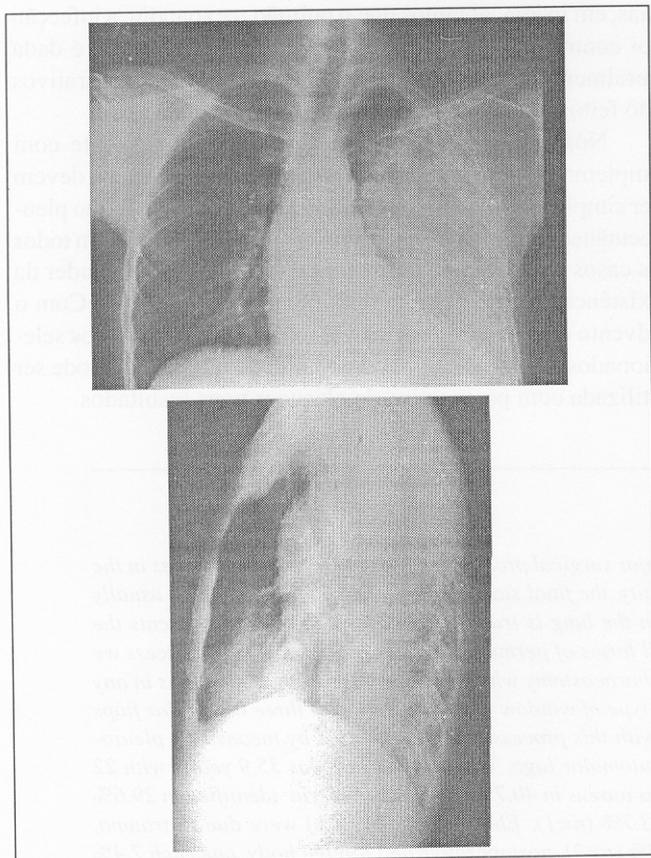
Radiografia do tórax no pré-operatório de frente (acima) e perfil (abaixo) num caso de empiema pleural fase III três
